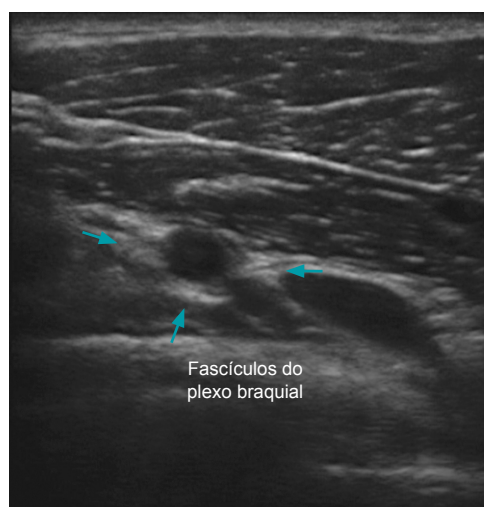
Bloqueio infraclavicular: estruturas identificadas por ultrassonografia.
